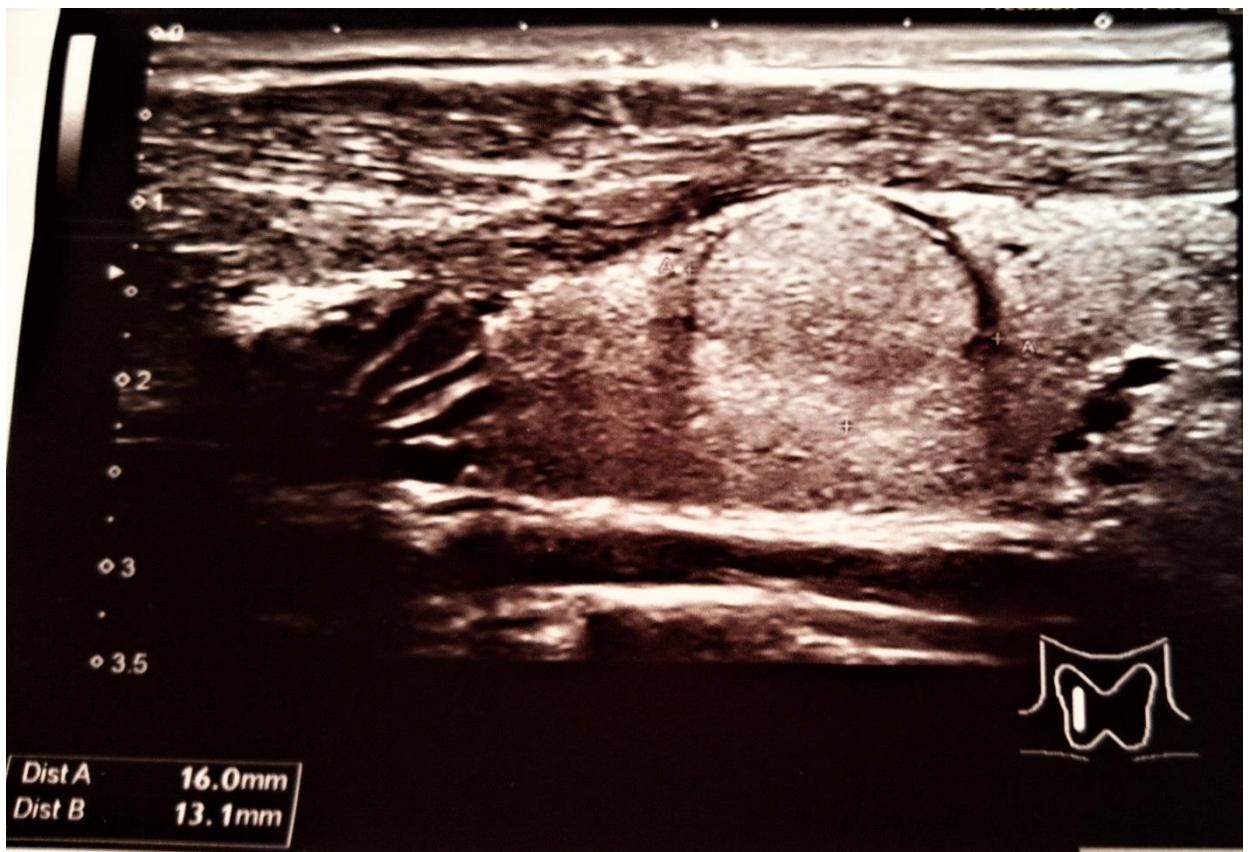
Aspectul ecografic al NT solid, izoecoic, contur regulat (TI-RADS 3)
